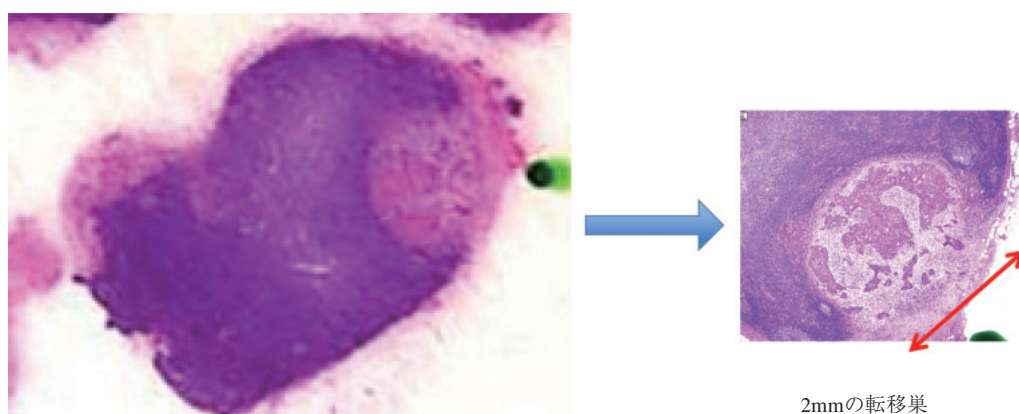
超音波検査で転移と診断できなかったレベルIIaのリンパ節(長径が約8mm, 厚みが約4mm). リンパ節内に2mmに満たない転移巣がみられた.
